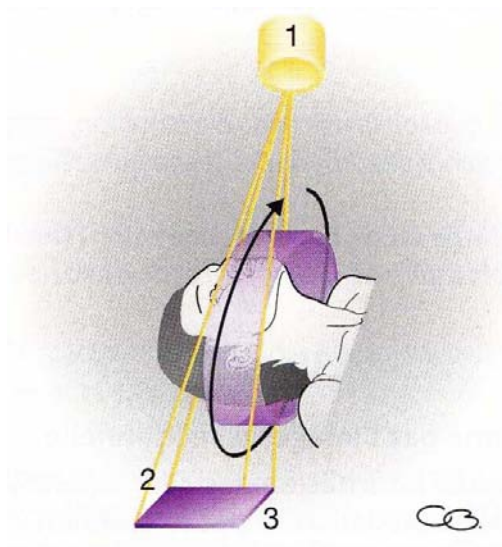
Représentation de la technique cone beam NewTom® [CAVEZIAN R., PASQUET G. ; 2005] :
